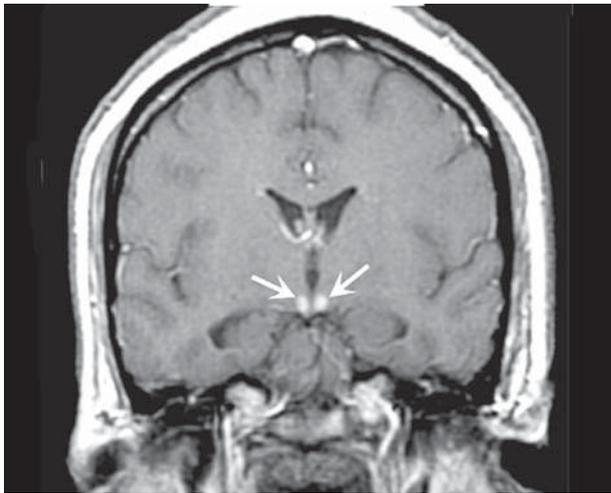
МРТ. T1-взвешенное изображение с контрастированием во фронтальной плоскости. Стрелками показано накопление контраста в сосцевидных телах, характерное для острого периода ЭВ (Т. Harrison)
